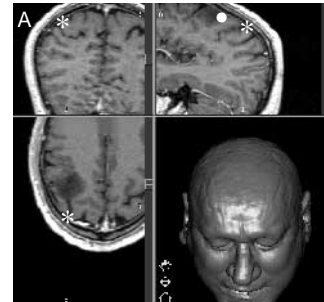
(A) Il puntino bianco indica sulla RM del navigatore la posizione del potenziale motorio identificato in fase preoperatoria mentre l'asterisco localizza la sede della risposta motoria intraoperatoria. (B) Mappaggio intraoperatorio in prossimità di un tumore.
